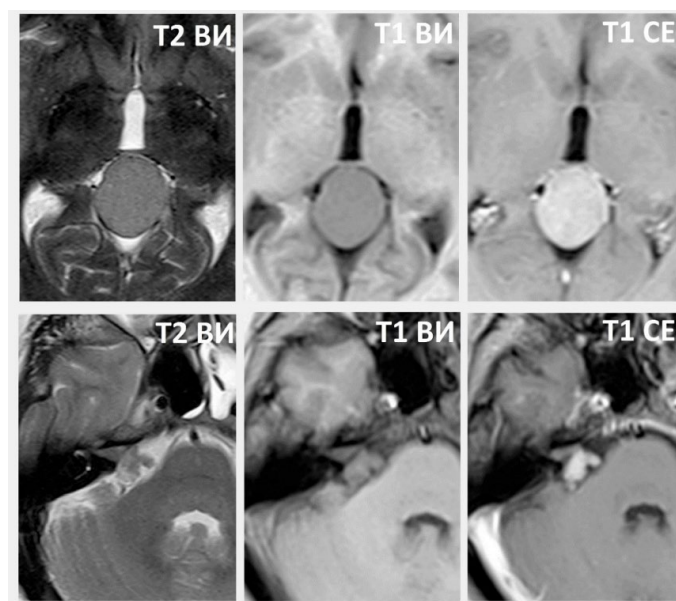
Примеры ошибочной классификации рентгенологами опухолей на основе МРТ-семиотики.
